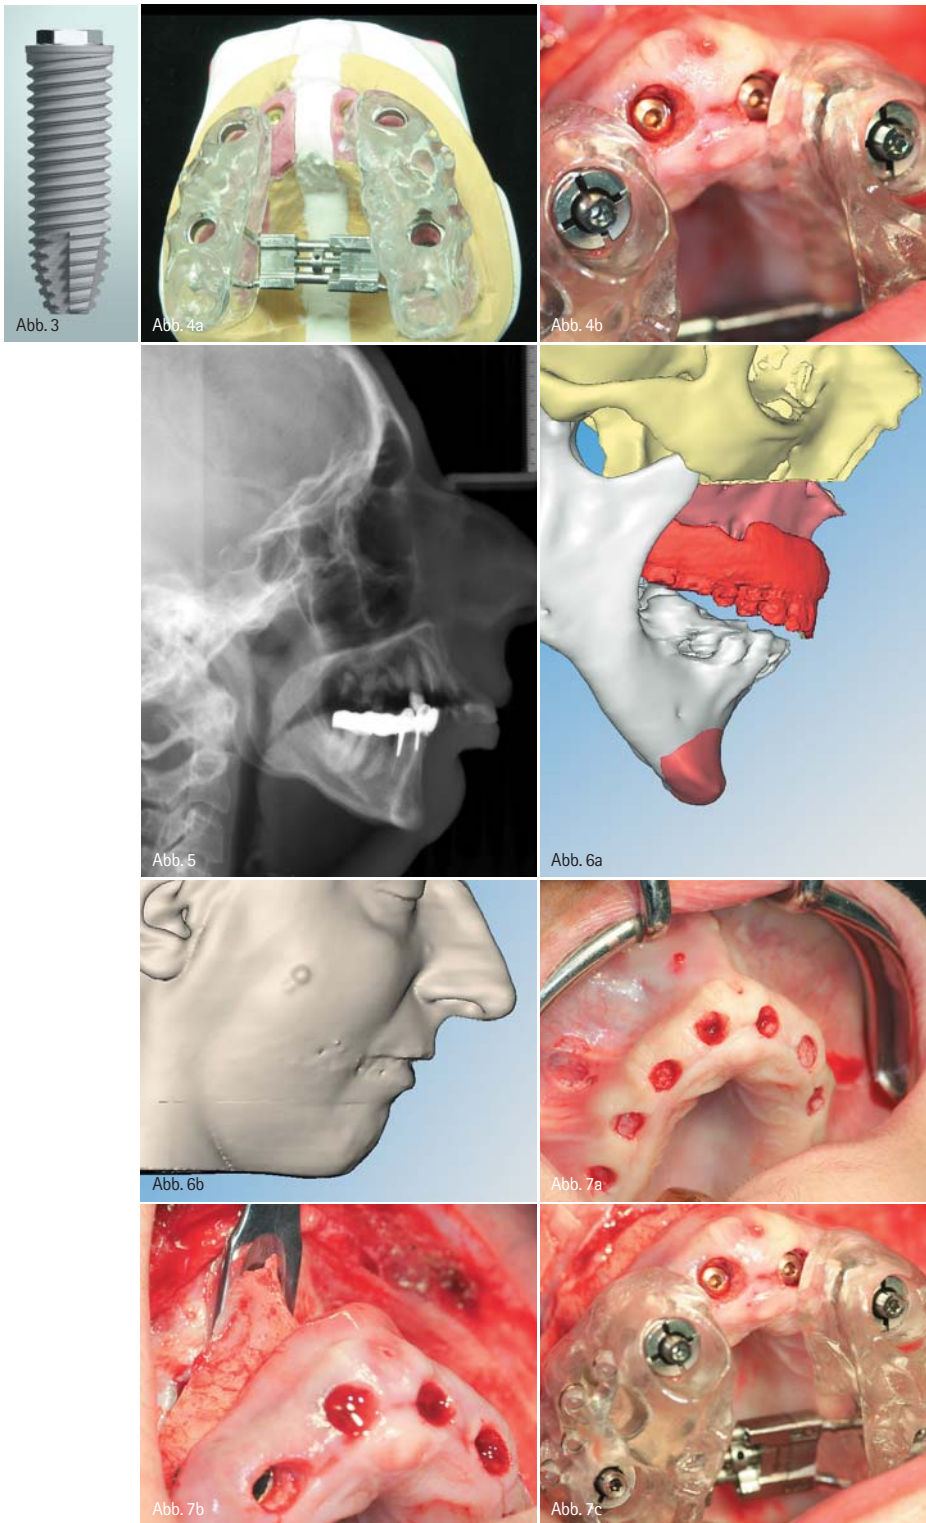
Implantat (NB Nobel Speedy RP 12 mm). – Abb. 4a–b: Implantat-geführter palatinaler Distraktor (IGPD) zur transversalen Distraction des Gaumens mit 7 mm Öffnung. Der „IGPD“ wurde präoperativ mithilfe der Nobel Guide-Operationsschablone gefertigt und intraoperativ durch „temporary guided abutments“ (Fa. Nobel Biocare, Schweden) auf vier Implantaten fixiert. Anteriorer Freiraum zur oralen Nahrungsaufnahme. – Abb. 5: Fernröntgenseitenansicht (FRS); Ausgangsbefund. – Abb. 6.a–b: CT-gestützte Planung der LeFort-I-Osteotomie, des palatinalen Splits und der Volumetrie des Kinns mithilfe der CMF®-Software (SimPlant™ Pro10.01, Belgien). Weichgewebsprofil nach virtuell durchgeführter Operation. – Abb. 7a–f: Operatives Vorgehen. – Abb. 7a: Minimalinvasive Implantation von acht Implantaten (NB Nobel Speedy RP 12 mm, Stanz-Technik) mithilfe der Nobel Guide-Operationsschablone. – Abb. 7b: LeFort-I-Osteotomie. – Abb. 7c: Sagittaler Split des Gaumens, Sofortbelastung der Implantate und temporäre Fixierung des „IGPD“ auf vier Implantaten, palatinaler Distraction (Posteriorisation, Kranialisierung, 5 mm, „Clockwise-Rotation“ der Maxilla und Platten-Osteosynthese [ohne Bild]).
